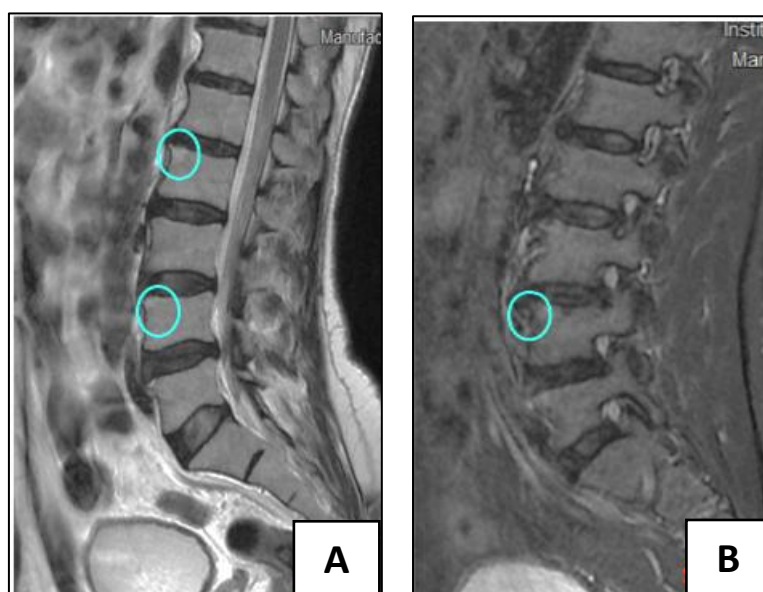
images d'IRM rachidienne en séquences sagittale T2 (A) et STIR (B) montrant une spondylite de Romanus
